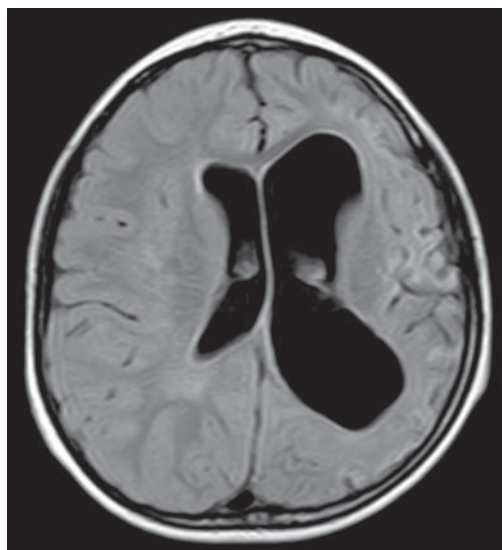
RM secuencia T1, corte axial a nivel de ventrículos laterales que muestra atrofia de hemisferio cerebral izquierdo, con aumento del ventrículo izquierdo.
